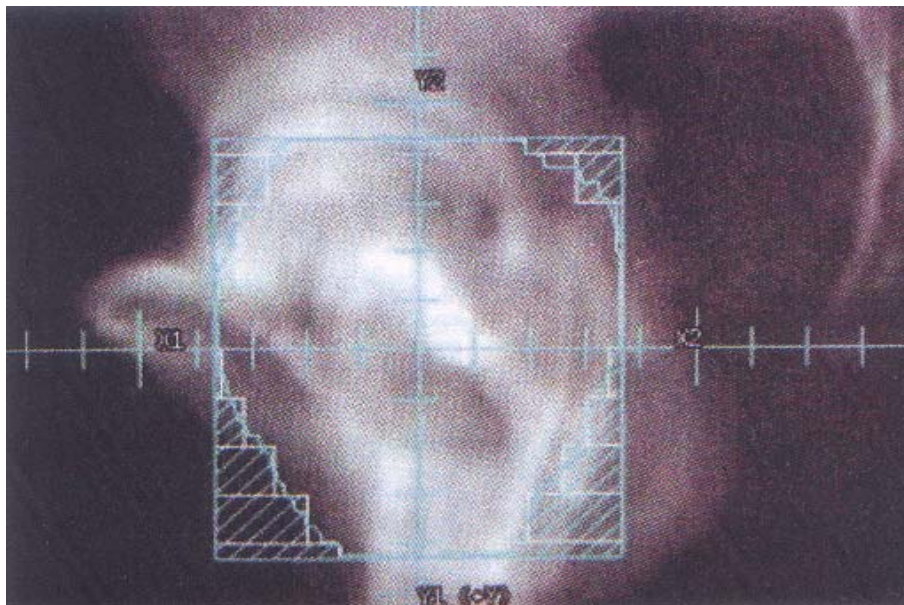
Représentation sur une reconstruction osseuse faite à partir d'une TDM dosimétrique, du champ d'irradiation latéral gauche. La zone striée correspond aux zones cachées non irradiées.
